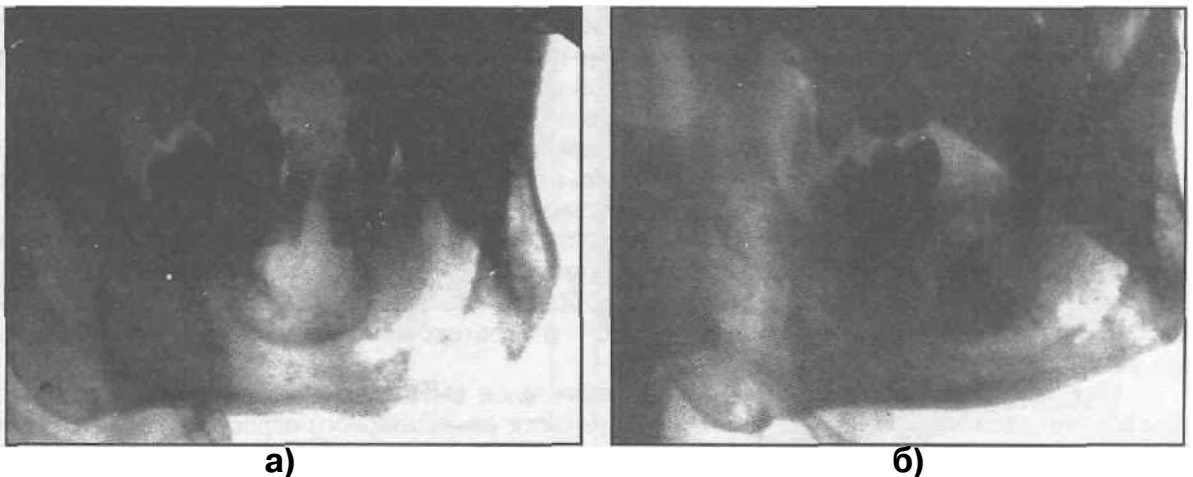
Рентгенограммы нижней челюсти больного с радикальной кистой, а - до операции, б - через неделю после ее проведения (полость заполнена кергапом).
